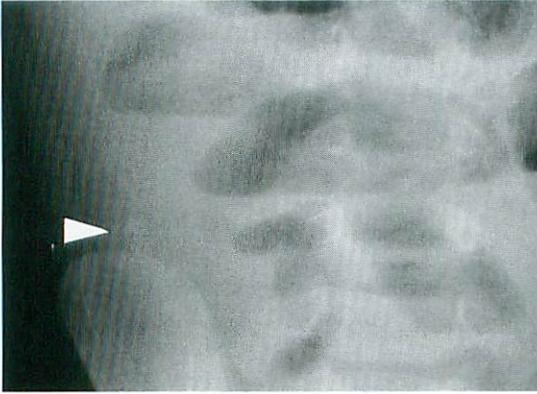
Supine abdominal X-ray
